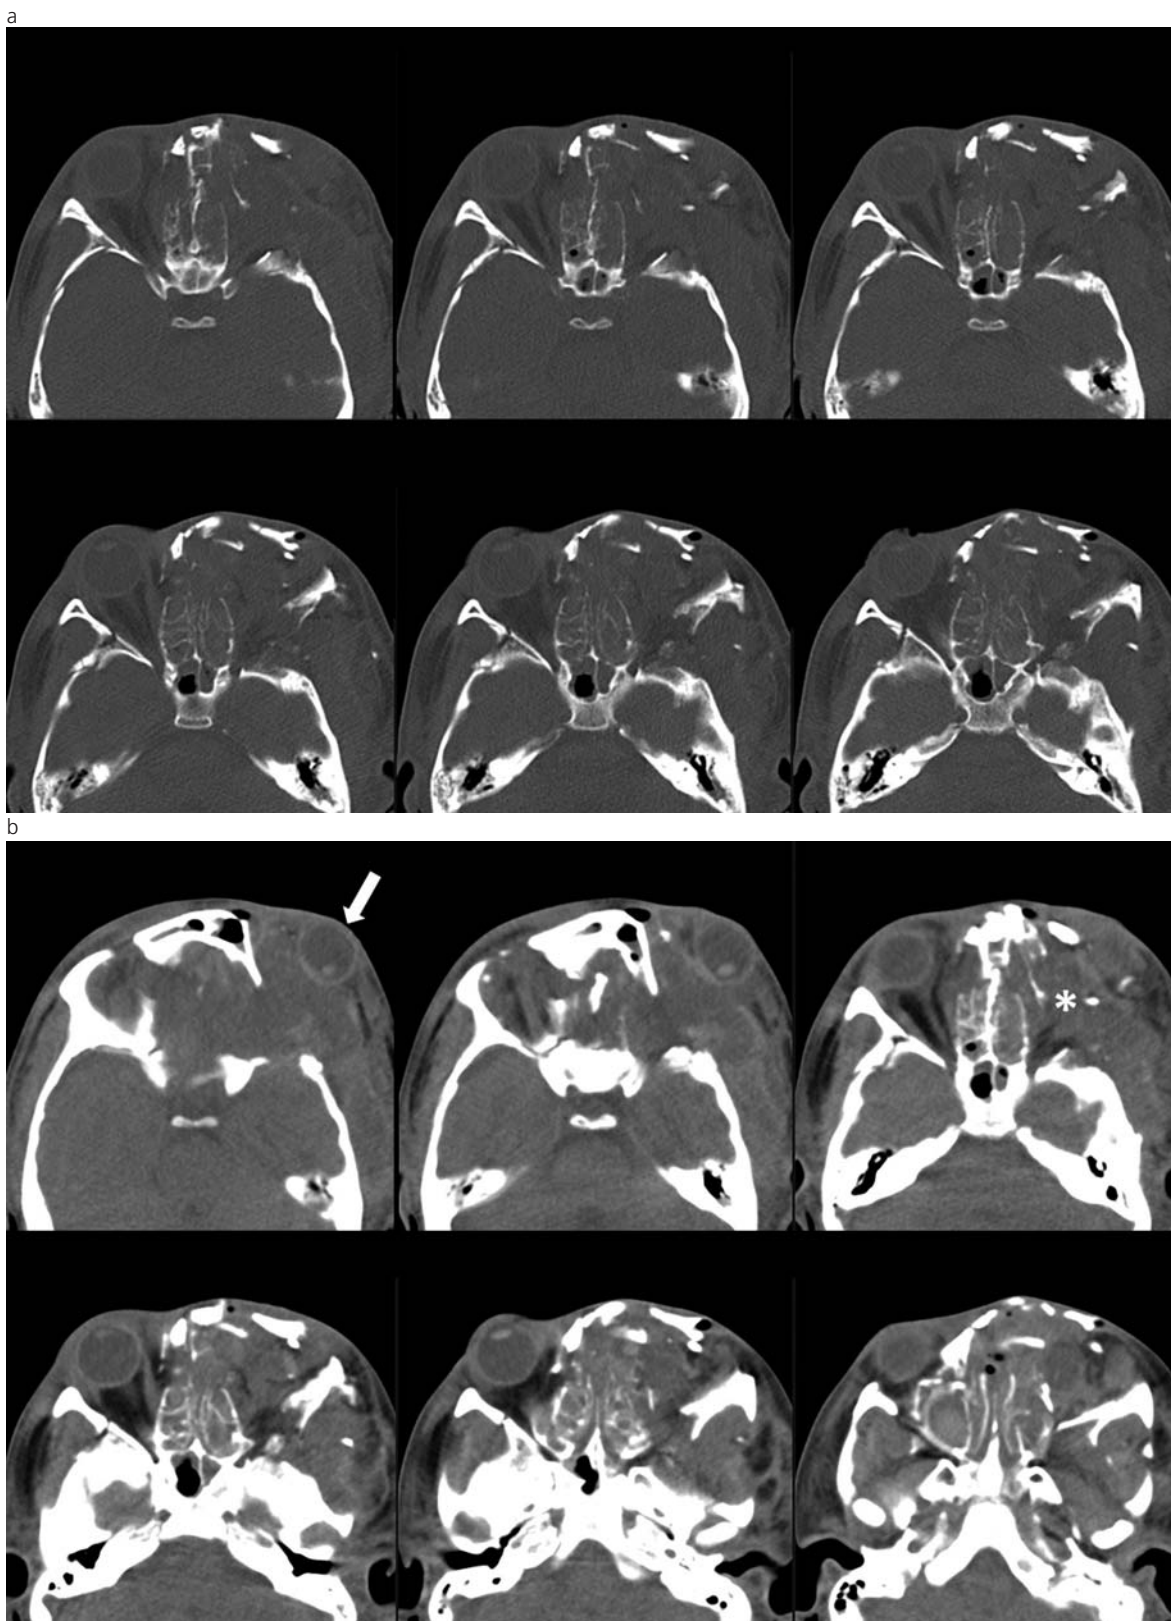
TC helicoidal de un paciente masculino de 14 años de edad que sufrió un politraumatismo con TEC grave, ocasionado por la hélice de una embarcación. (a) Cortes axiales en ventana ósea que muestran una fractura conminuta, extensa y compleja, a predominio izquierdo. En este lado, la distorsión morfológica es severa y altera la disposición tridimensional de la pirámide orbitaria. Los fragmentos de la pared lateral de la órbita se encuentran desplazados en sentido anterior y medial. (b) Cortes axiales en ventana para partes blandas. Obsérvese la extrusión del globo ocular izquierdo (flecha) y el reemplazo de las estructuras intra y extraconales (asterisco).
